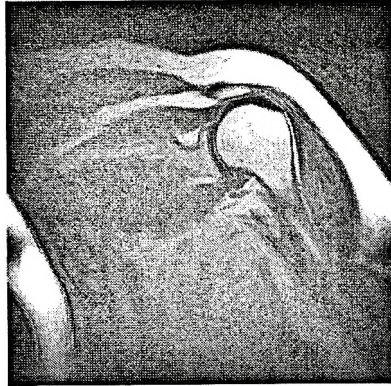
Магнитно-резонансная томограмма частичного повреждения манжеты. Клиническая форма замороженного плеча. Корональная проекция. Отсутствие жидкости в полости плечевого сустава и поддельтовидно-подакромиальной сумке.
